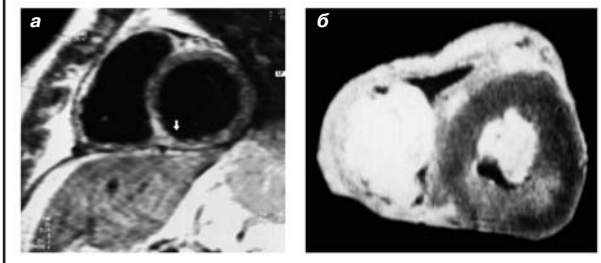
МР-томограмма сердца: SE, T₁-взвешенное изображение с контрастным усилением (ГД-ДТПА – БМА), короткая ось левого желудочка, стрелка (а) указывает на зону острого ИМ (нижняя локализация), что совпадает с результатами аутопсии (б).
